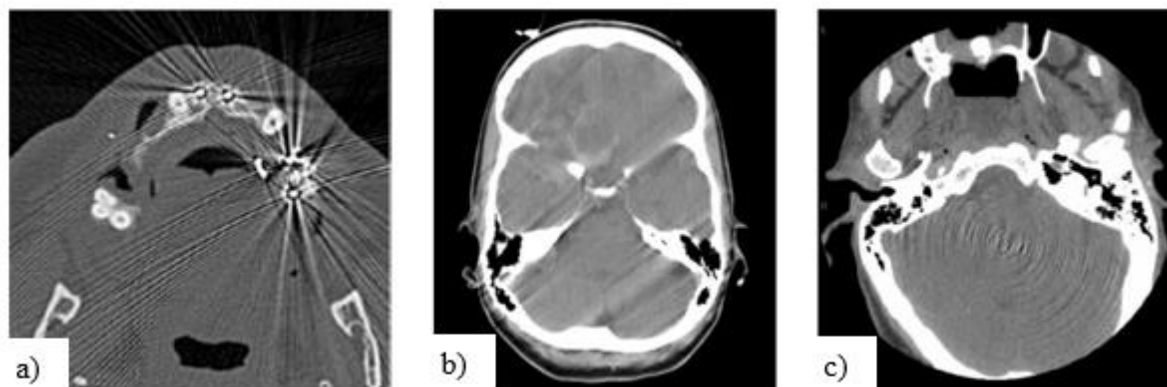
Artefactos em TC: a)em estrela, b)em movimento, c)em anel [41].
